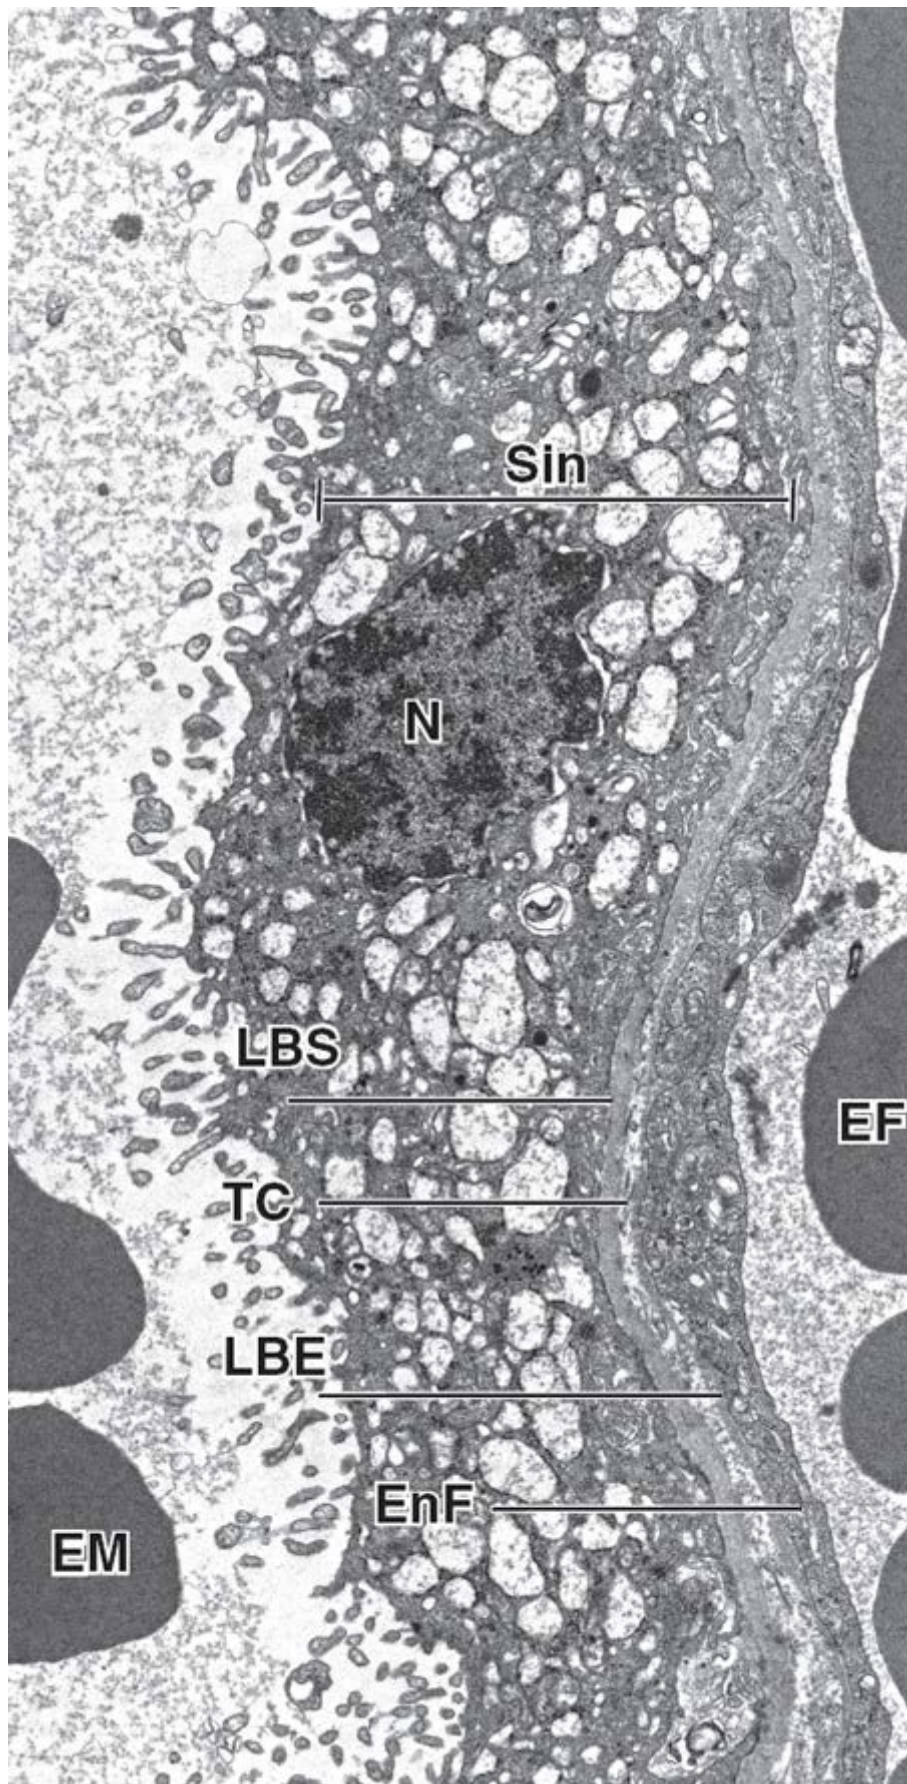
Barreira placentária humana no terceiro trimestre de gravidez. Esta eletromicrografia em grande aumento mostra a camada mais delgada de uma barreira placentária totalmente desenvolvida (o corte não inclui as células citotrofoblásticas que formam uma camada fina – ou descontínua – na placenta humana). O lúmen do espaço intervilloso contendo eritrócitos maternos (*EM*) (à esquerda) é separado do espaço capilar fetal contendo eritrócitos fetais (*EF*) (à direita). O espaço intervilloso é revestido pelo sincitiotrofoblasto (*Sin*) multinucleado. Sua superfície contém microvilosidades que se projetam para dentro do espaço sanguíneo materno. O citoplasma do sincitiotrofoblasto contém múltiplos núcleos (*N*) e apresenta quantidade abundante de vesículas transportadoras, RER, REL, mitocôndrias e algumas gotículas lipídicas. O sincitiotrofoblasto repousa sobre a lâmina basal (*LBS*) que é separada por uma fina camada de tecido conjuntivo (*TC*) da lâmina basal (*LBE*) das células endoteliais fetais (*EnF*). 11.000×. (Cortesia do Dr. Holger Jastrow.)
